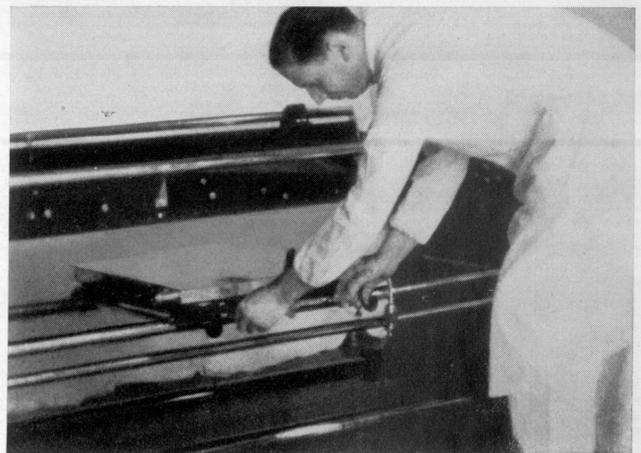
La cassetta radiografica può essere alzata ed abbassata
